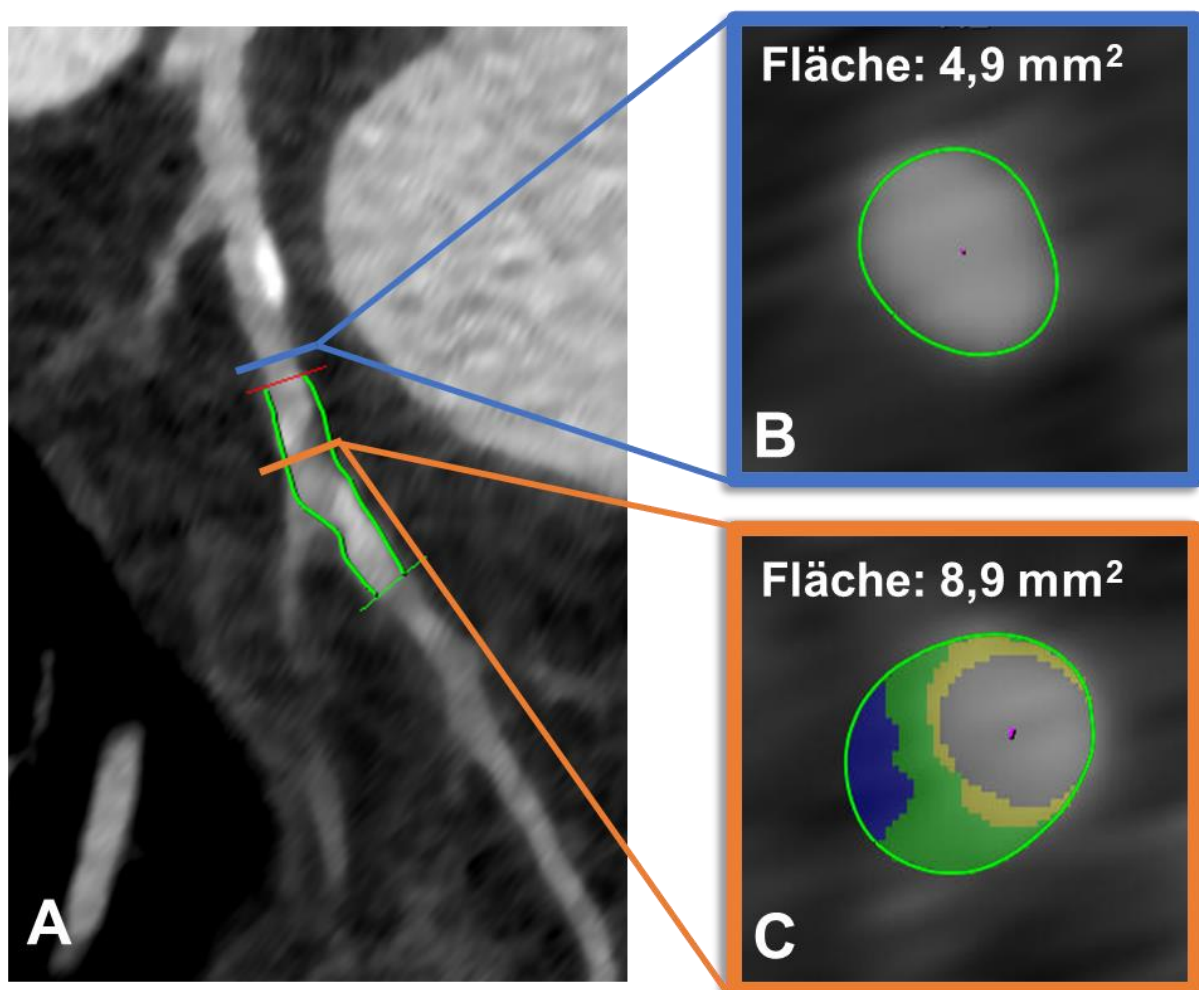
Plaqueanalyse nach CT-Dichtewerten. Die verschiedenen Plaquebestandteile werden aufgrund ihrer unterschiedlichen CT-Dichtewerte farbcodiert dargestellt und quantifiziert (blau: lipidreich, grün: fibrotisch, gelb: kazifiziert).
